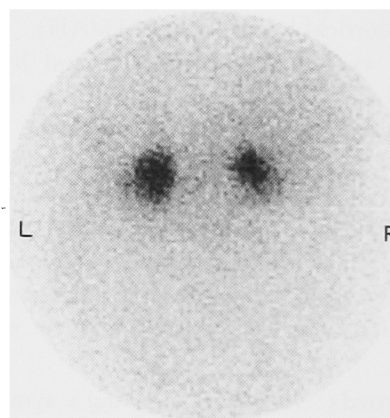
Adrenal scintigraphy shows the positive uptake of  $^{131}\text{I}$ -adosterol to bilateral adrenal glands.
